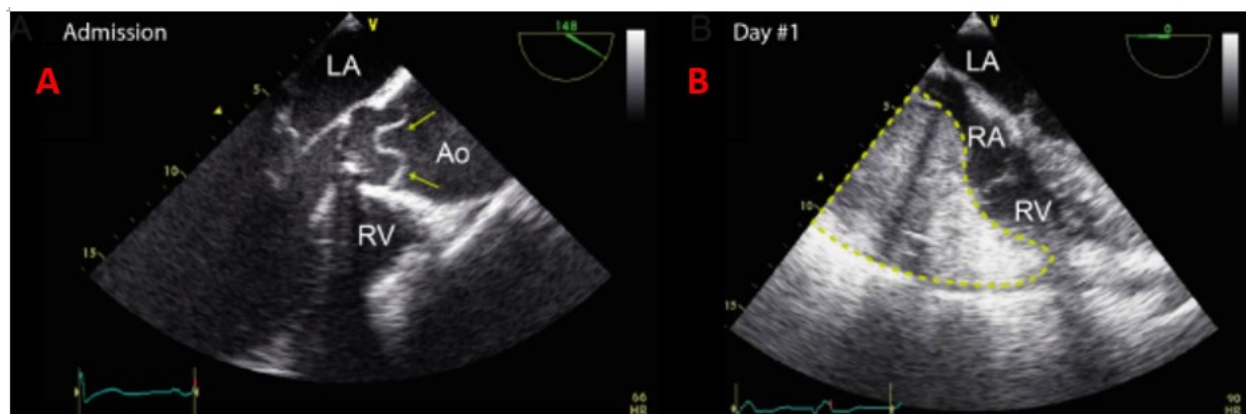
Échocardiographie de dissection aortique de type A Stanford
